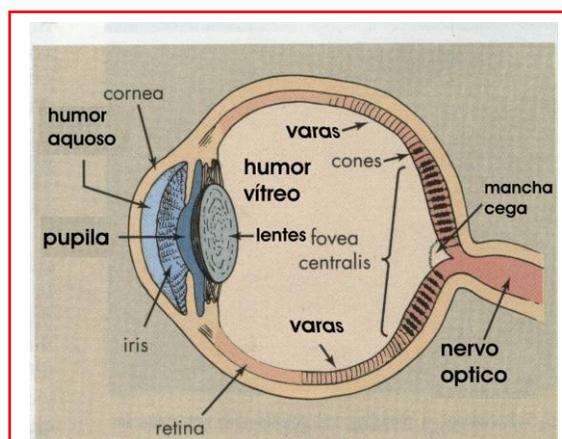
Aparência do olho humano na imagem MRI B) e as partes responsáveis pela visão (Cortesia Helen Schumpert .)
